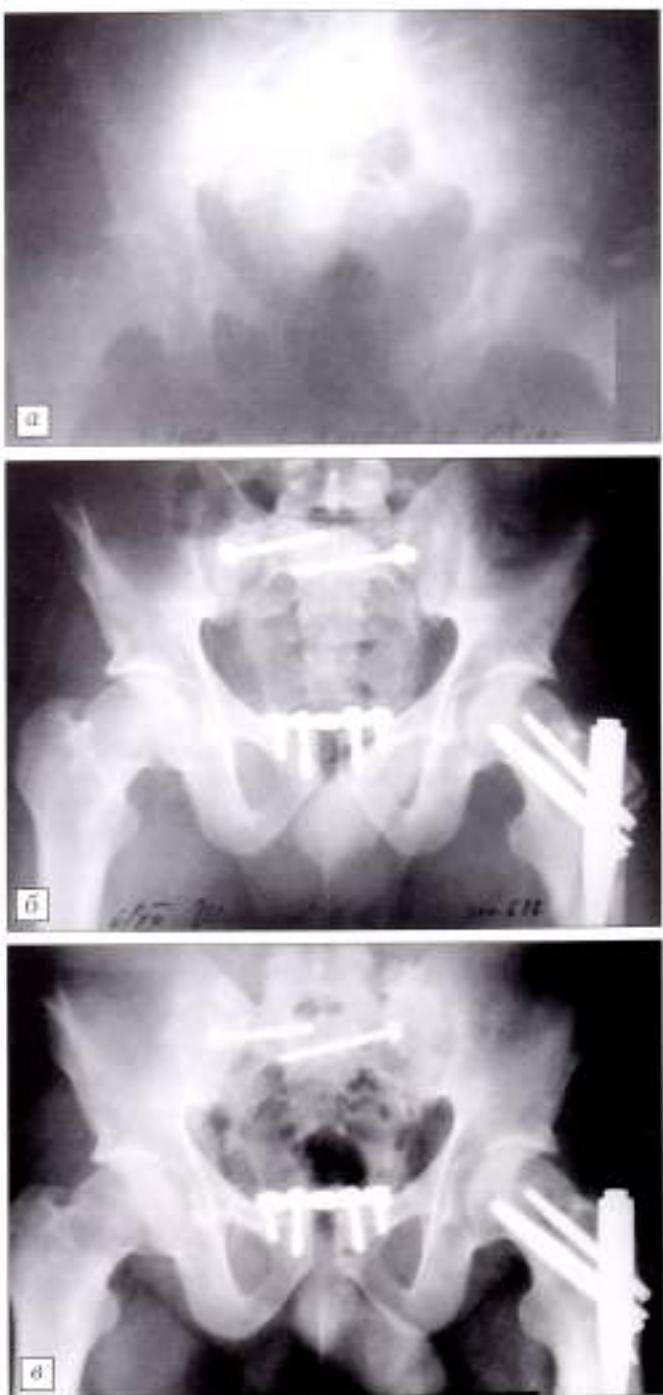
Рентгенограммы таза больного Ш.
